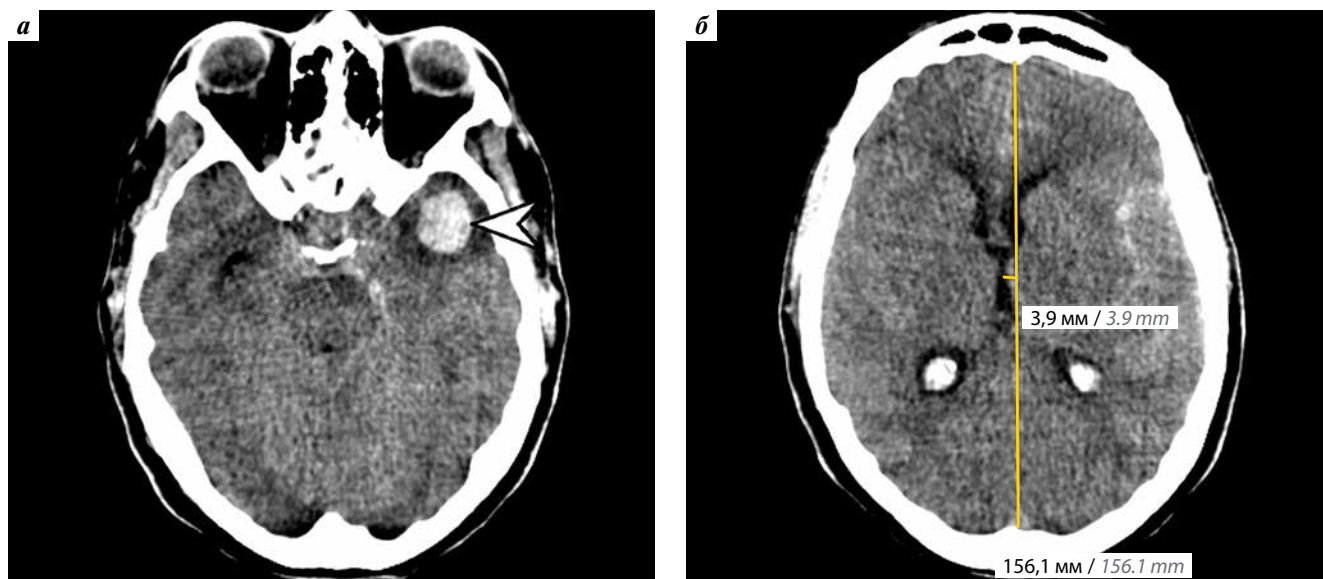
Компьютерная томография головного мозга без контрастирования, аксиальная плоскость: а — на уровне височных долей; б — на уровне третьего желудочка. Визуализируется малая внутримозговая гематома левой височной доли (белая стрелка) с дислокацией срединных структур вправо до 4 мм (желтые указатели)
